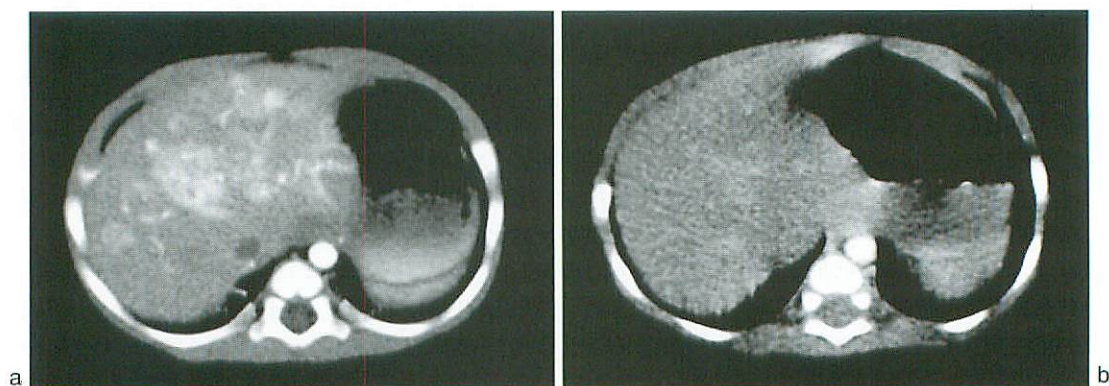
Example of adequate and excess low dose abdominal CT. 2-year-old female with hemangioendothelioma.
